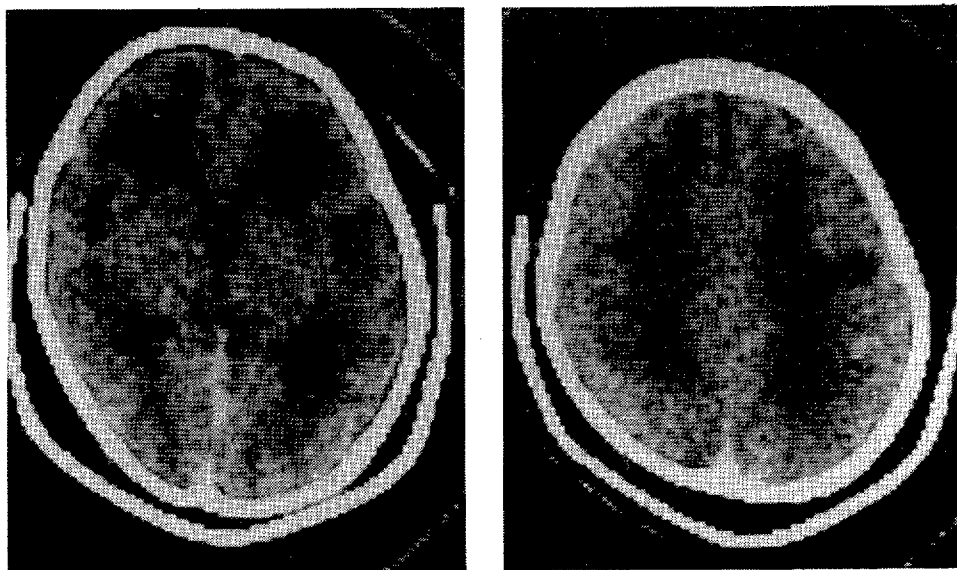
症例1のCT像。大脳白質に局限したlow densityの部位を認める。
